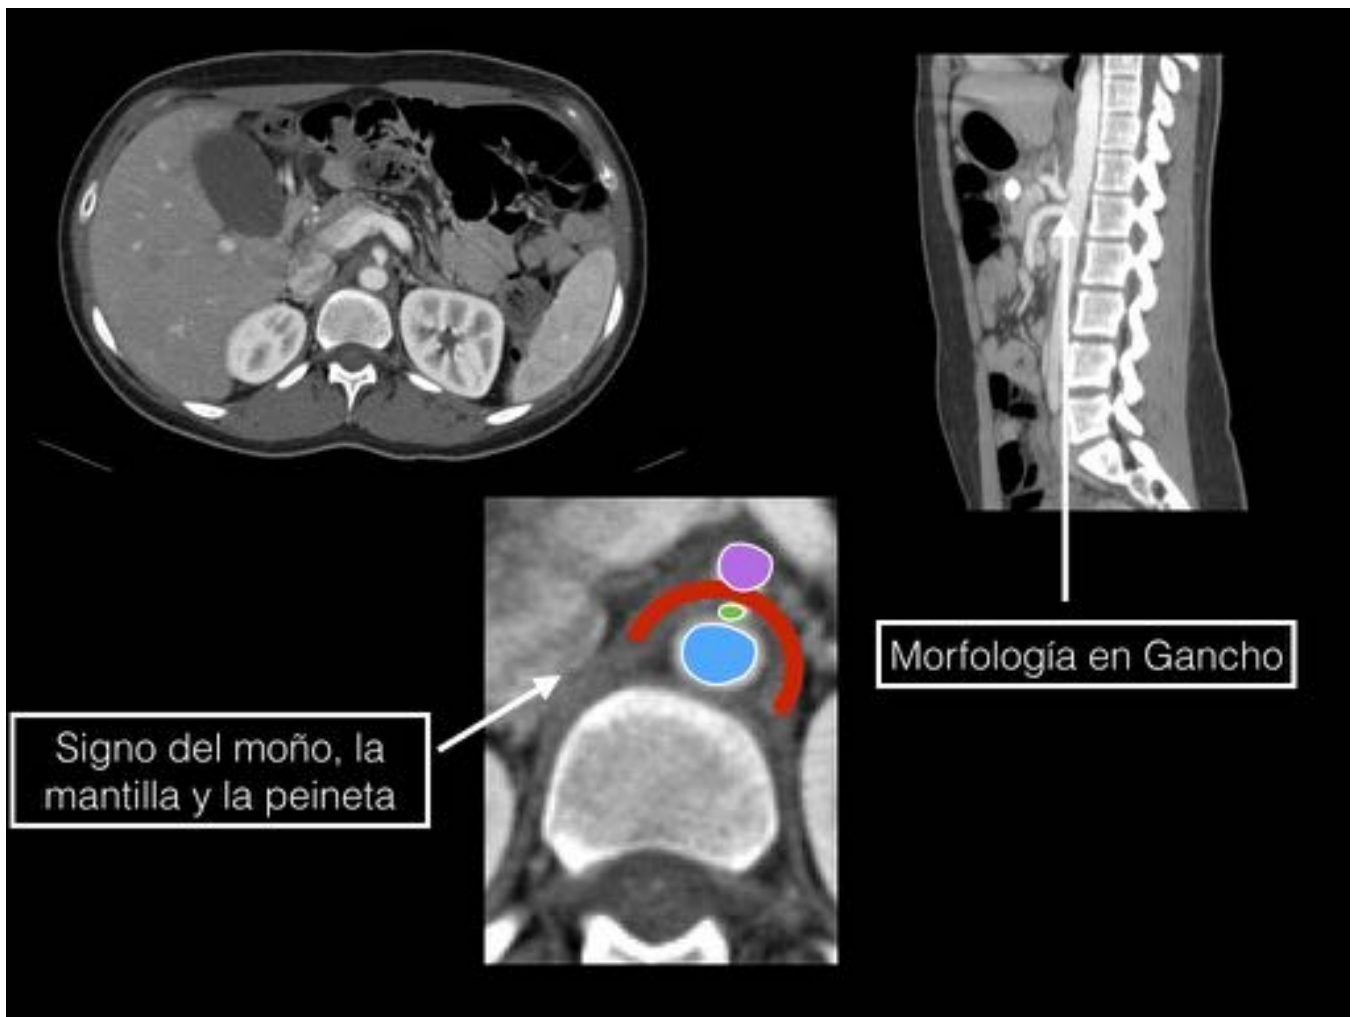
TC de abdomen con contraste IV, realizado en una mujer de 40 años, en la que de forma incidental se observa una estenosis significativa del tronco celiaco, con el signo del moño, la mantilla y la peineta en el TC axial y la morfología en gancho típica de la dilatación postestenótica del tronco celiaco en la TC sagital.
